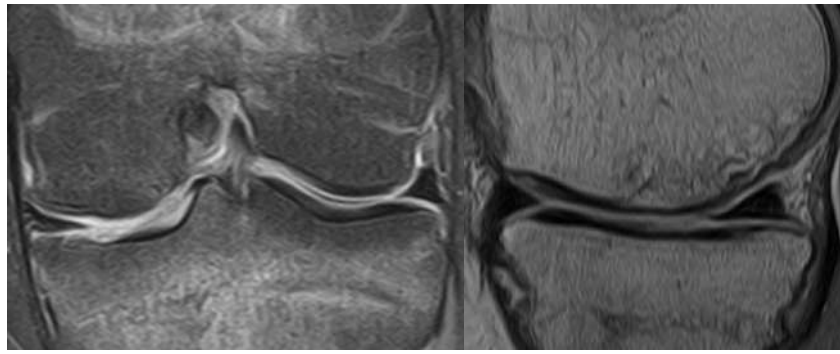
Рисунок №55. МРТ левого коленного сустава пациента Б. в режиме PDFS (слева – сагиттальная проекция, справа – фронтальная проекция) через 8 месяцев с момента операции.
